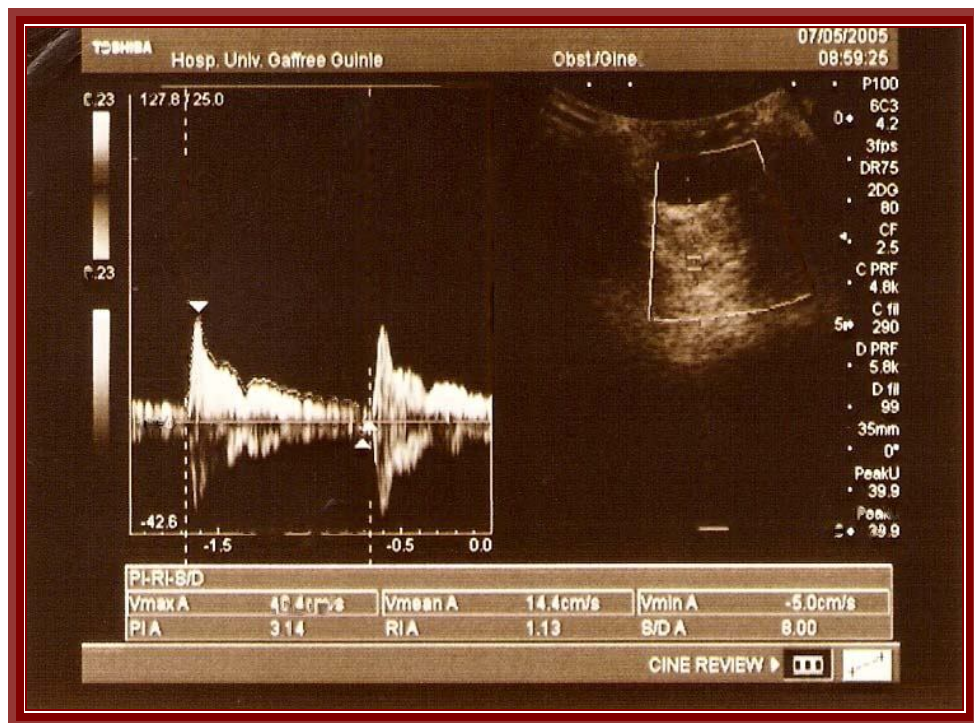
Sonograma de um dos casos da dissertação com índice de resistência acima de 0,74 (grupo A).
